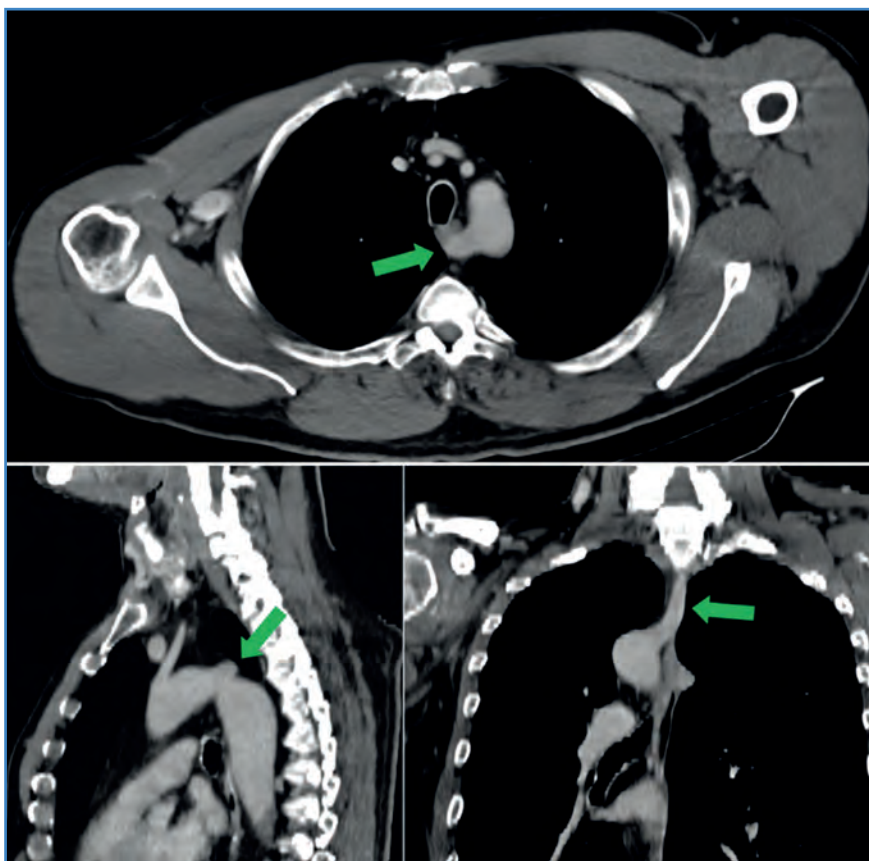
Angiotomografía computarizada que muestra la arteria subclavia derecha aberrante en su recorrido retroesofágico (flecha verde).
